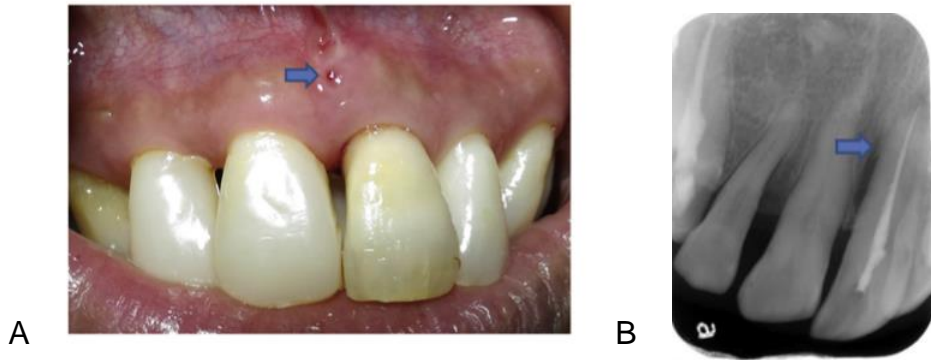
Se puede ver en la radiografía un tratamiento endodóntico previo y destrucción ósea periodontal y un desgarramiento de cemento y en la exploración clínica (B) se encontró un absceso periodontal alrededor de la n. ° 21, con bolsa profunda y tracto sensitivo. Tomada de Jeng PY, Luzi A, Marco P, Chang MC, Wu YH, Jeng JH. Cemental tear: To know what we have neglected in dental practice. Pág. 263.
